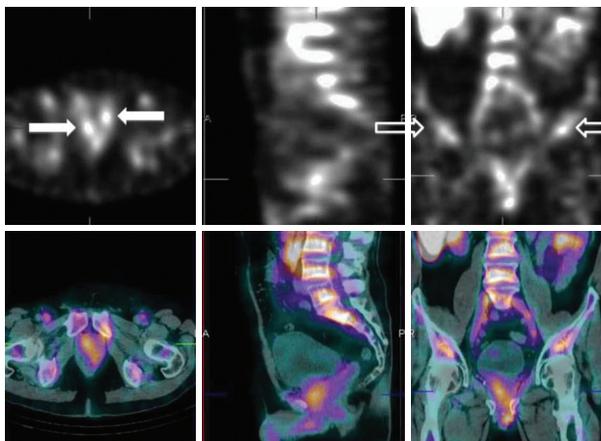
^{99m}Tc -PSMA: два очага активности в малом тазу (белые стрелки); неспецифическое поглощение (контурные стрелки); точная локализация очагов на совмещённых ОФЭКТ/КТ изображениях (нижний ряд)
